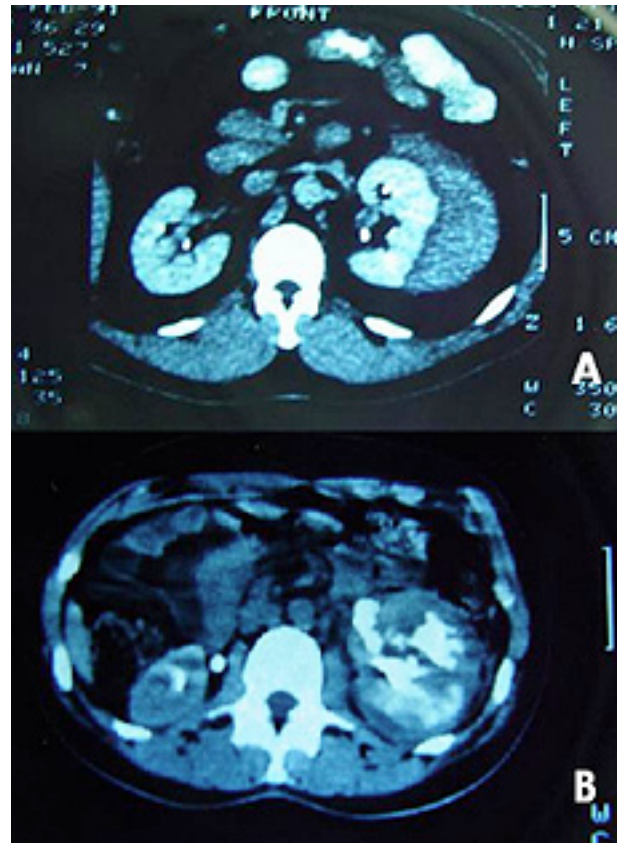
# 7. TAC de trauma renal. A. Hematoma perirenal B. Destrucción total del parénquima renal con extravasación del medio de contraste.
